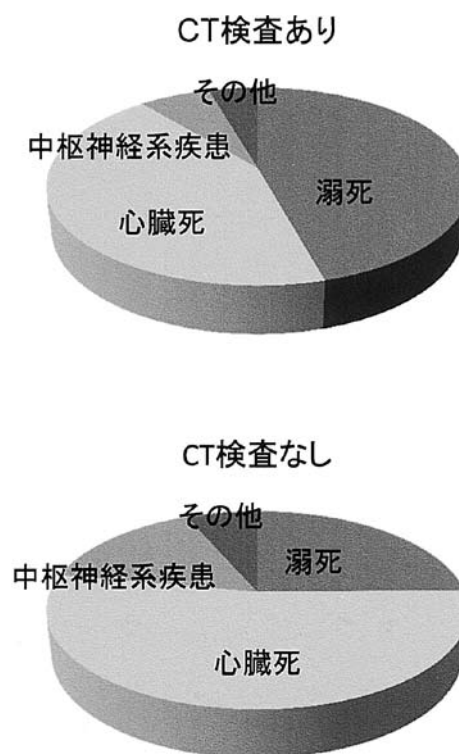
CT撮影の有無と死体検案書に記載された死因との関係 (2009~2011年の入浴死者597例を集計)。
